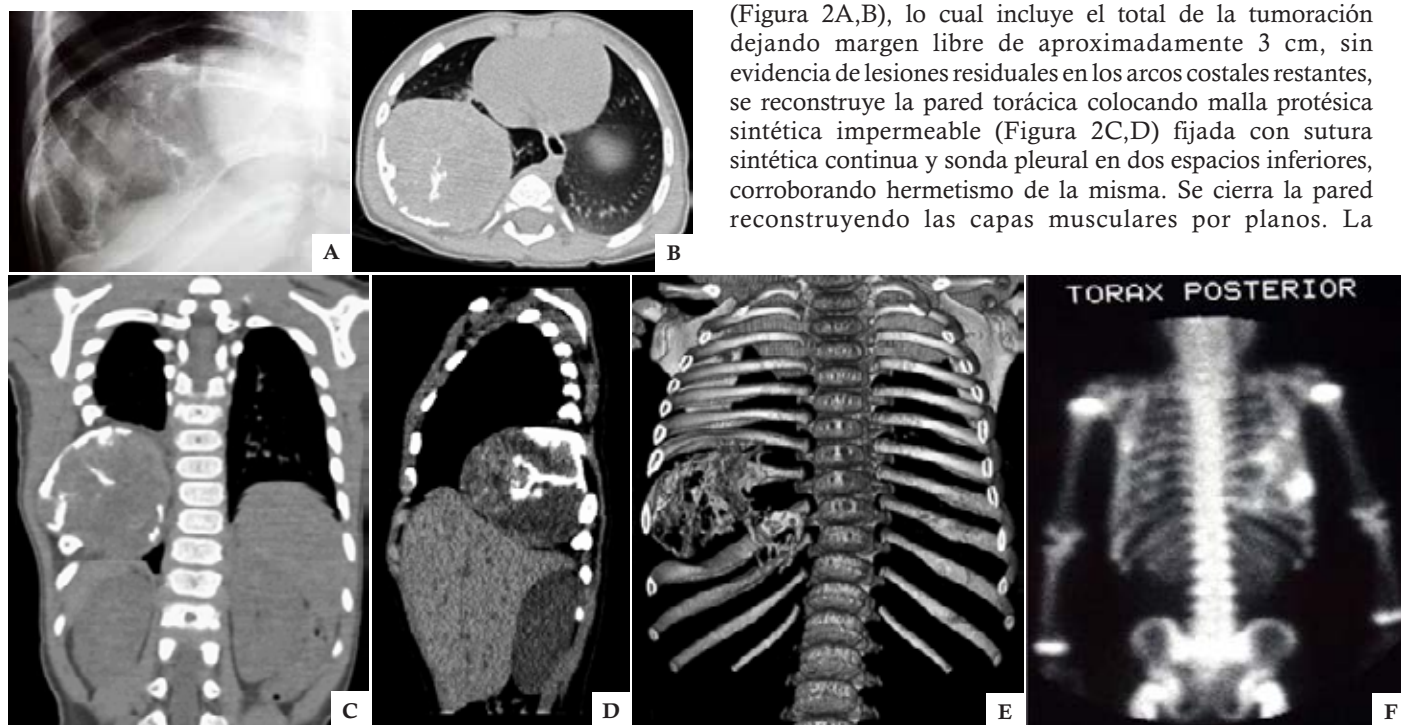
A. Radiografía de tórax en la cual se observa ruptura de la cortical (“capas de cebolla”); B. TAC de tórax en la cual se observa tumoración dependiente de parrilla costal de 7 x 8 cm de diámetro; C. En este corte se observa tumoración torácica, la cual desplaza parénquima pulmonar; D. En este corte se observa tumoración torácica, la cual desplaza silueta hepática; E. Reconstrucción tridimensional en la cual delimita afección costal; F. Gammagrama con Tc-99 sin evidencia de metastasis óseas. TAC, Tomografía axial computerizada; Tc-99, isotopo 99 de tecnecio.
